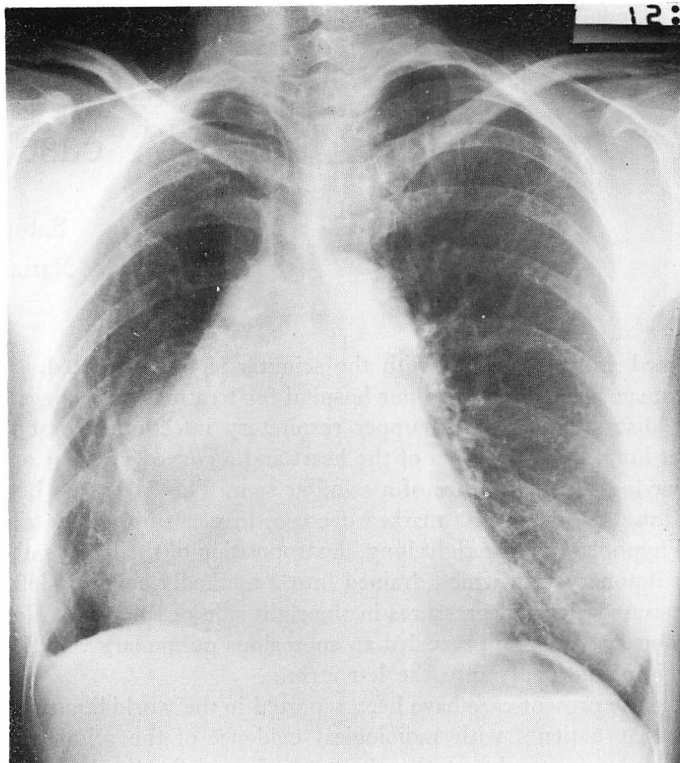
Chest radiograph.
